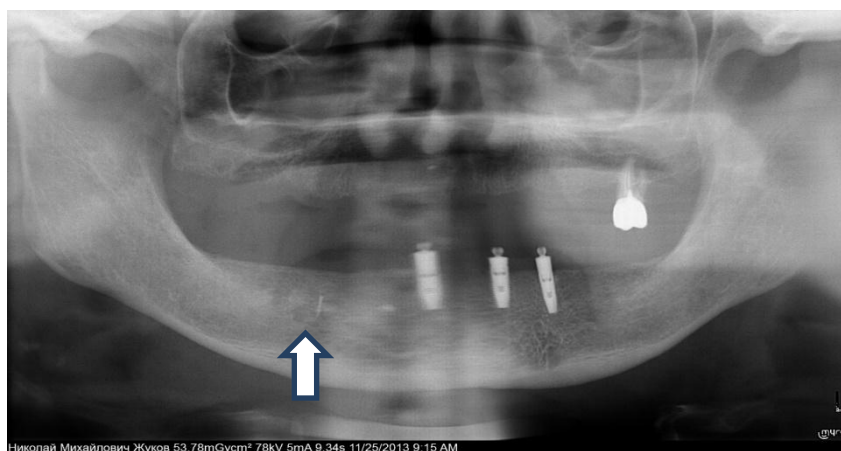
Ортопантомограма пацієнта Ж. контрольної групи; втрата одного з імплантатів внаслідок розвитку періімплантиту
